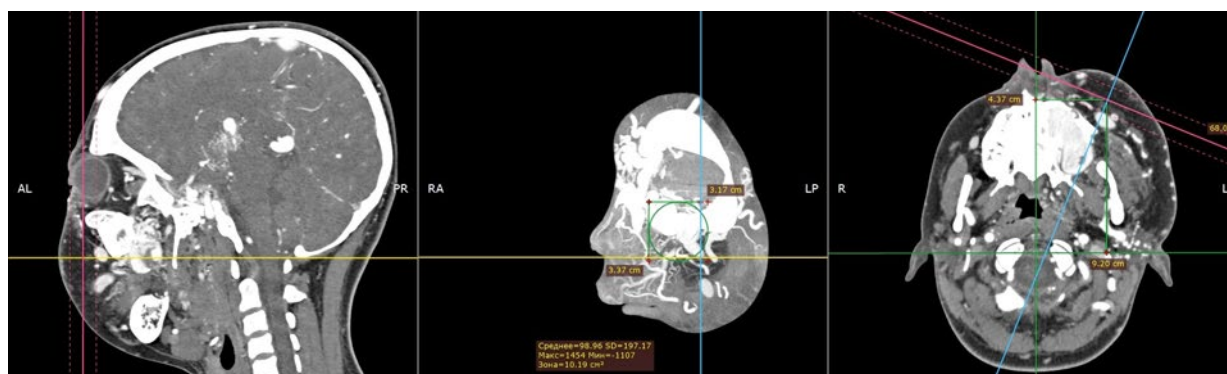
Пример определения рентгеновской плотности по Хаунсфилду в программе Radiant [Fig. 1. Example of determining the Hounsfield X-ray density in the Radiant program]
